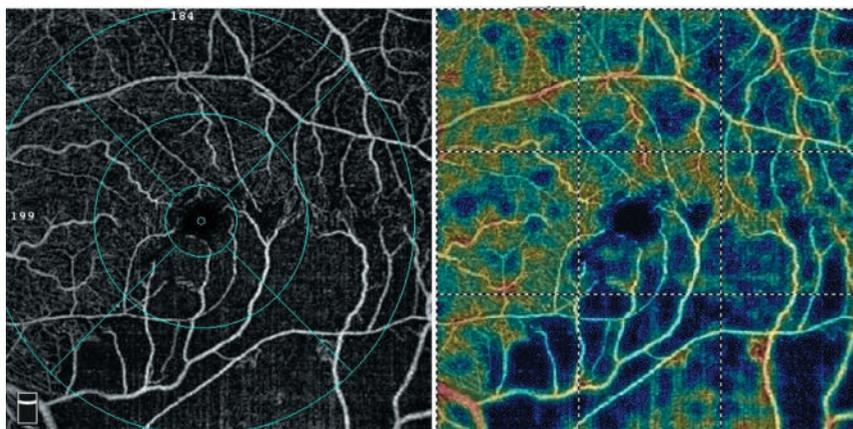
Ангио-ОКТ макулярной области пациентки К.: обширные зоны капиллярной неперфузии
